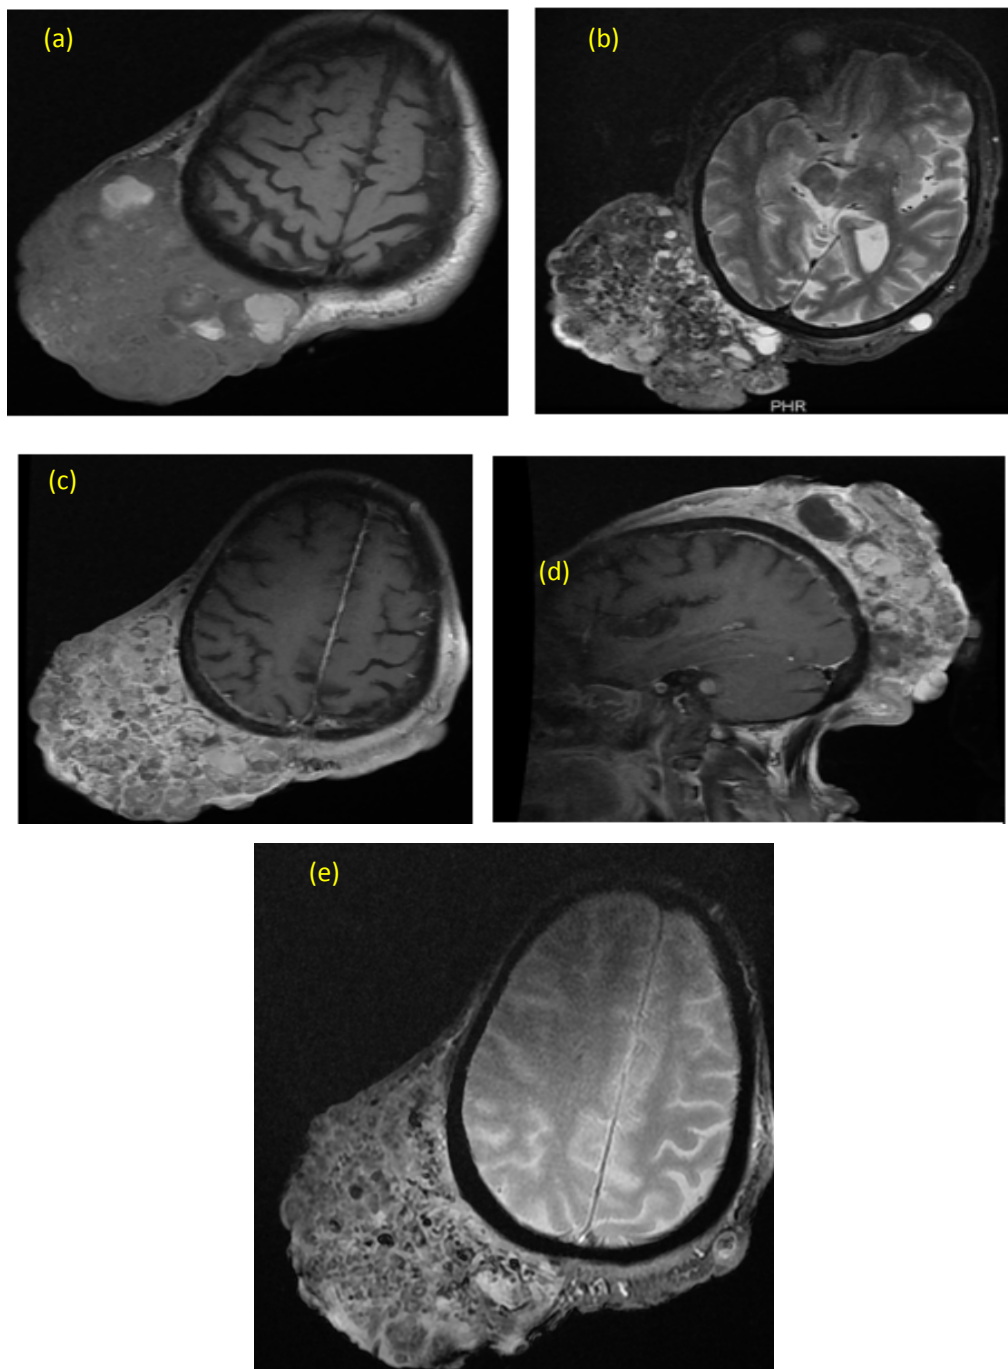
IRM cérébrale objectivant une volumineuse masse hétérogène du cuir chevelu pariéto-occipital droit, qui était hyper intense à la fois en pondération T1 et T2 (a, b), avec un rehaussement hétérogène après injection de produit de contraste en pondération T1, délimitant des zones kystiques (c, d), ainsi que des calcifications individualisées sur la séquence de susceptibilité magnétique (SWI) (e).
